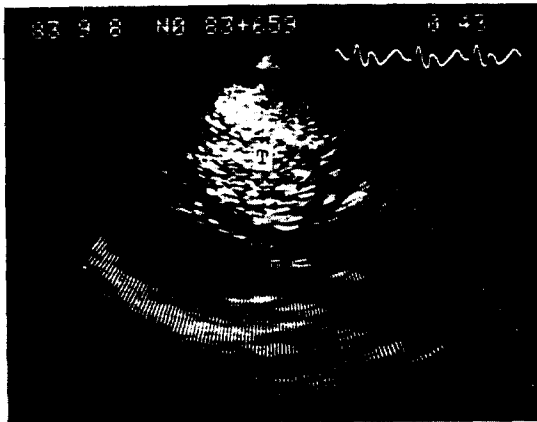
Parasternal long axis view, diastolic phase: Large mass in RV was noted displacing IVS.
